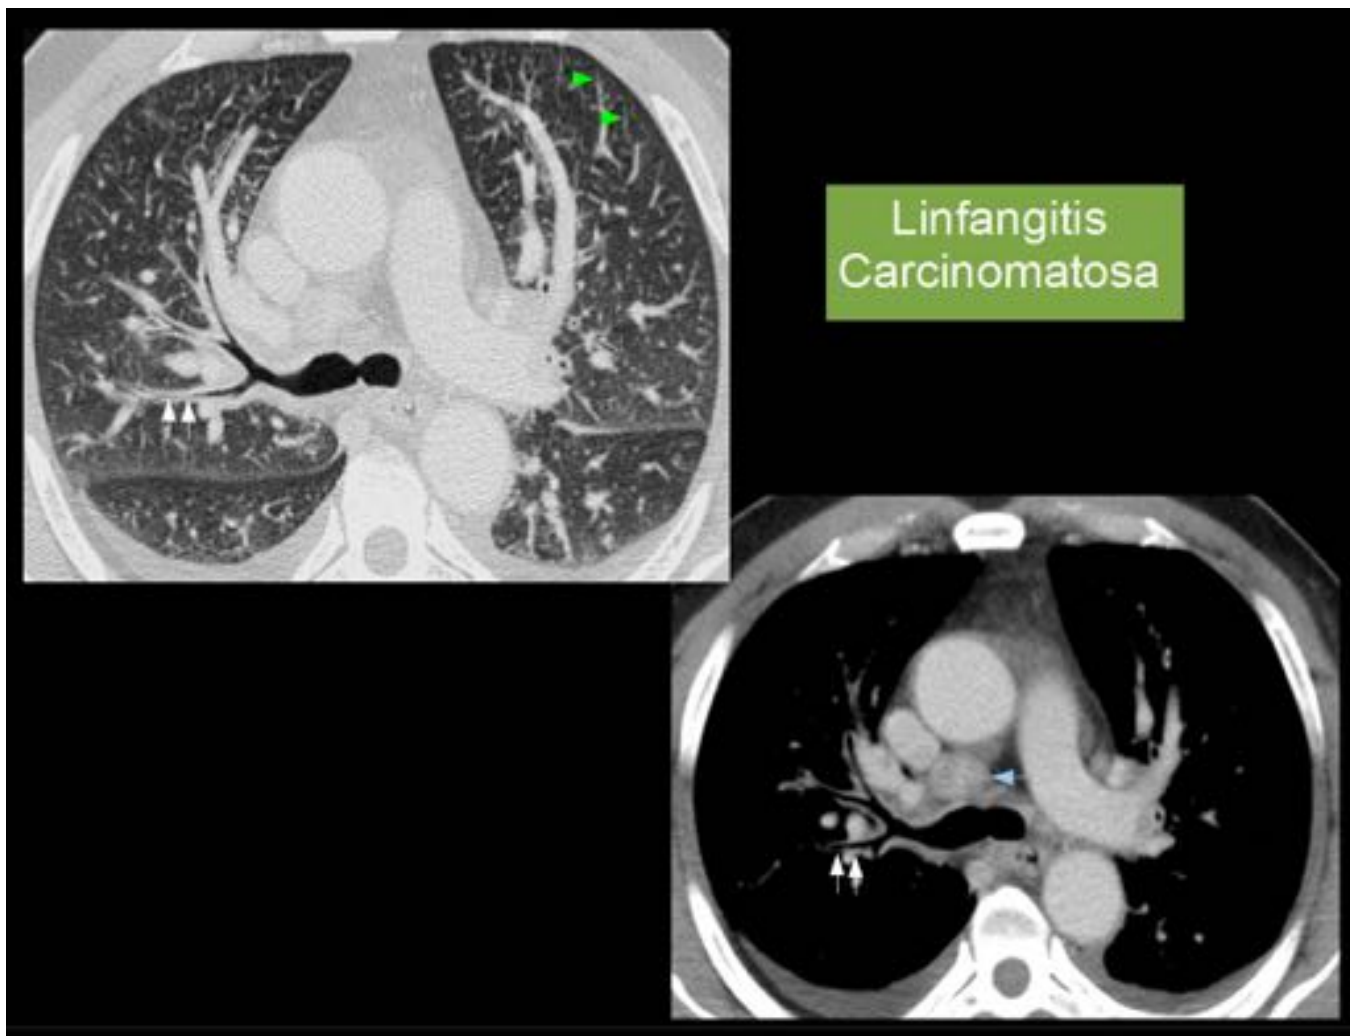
Patrón típico de metástasis pulmonares. Linfangitis Carcinomatosa. Varón de 57 años con adenocarcinoma de pulmón . Corte axial de TC. Se observa engrosamiento del intersticio interlobular (puntas de flecha verde), engrosamiento del intersticio peribroncovascular (flechas blancas) y adenopatias (flecha azul). Derrame pleural bilateral.
